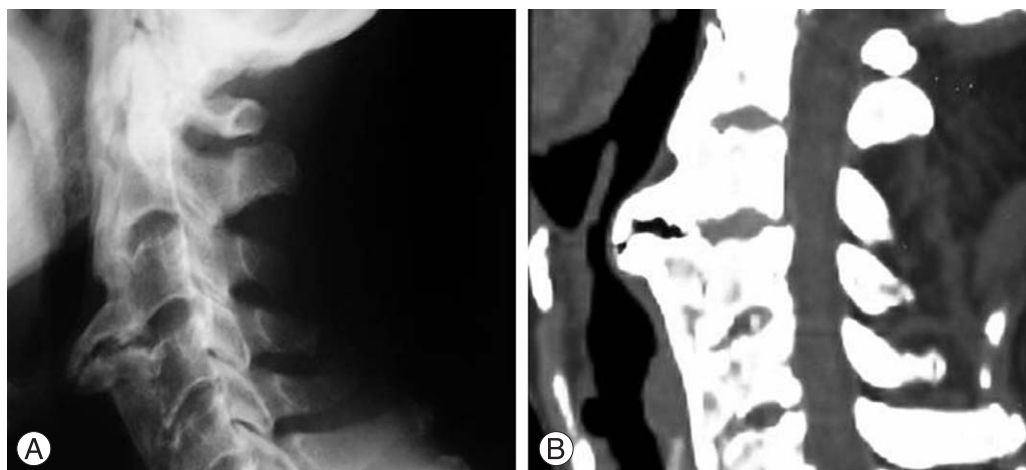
(A) and (B) Preoperative cervical spine lateral radiograph and sagittal CT scan show contiguous ossification along the anterior aspect of the first (C1) to seventh cervical vertebrae (C7), with a localized osteophyte between C3 and C4.
